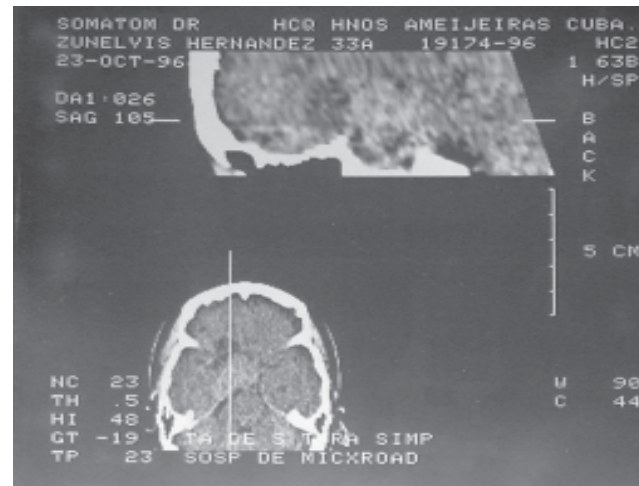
Tomografía axial computarizada que visualiza un adenoma hipofisario.
